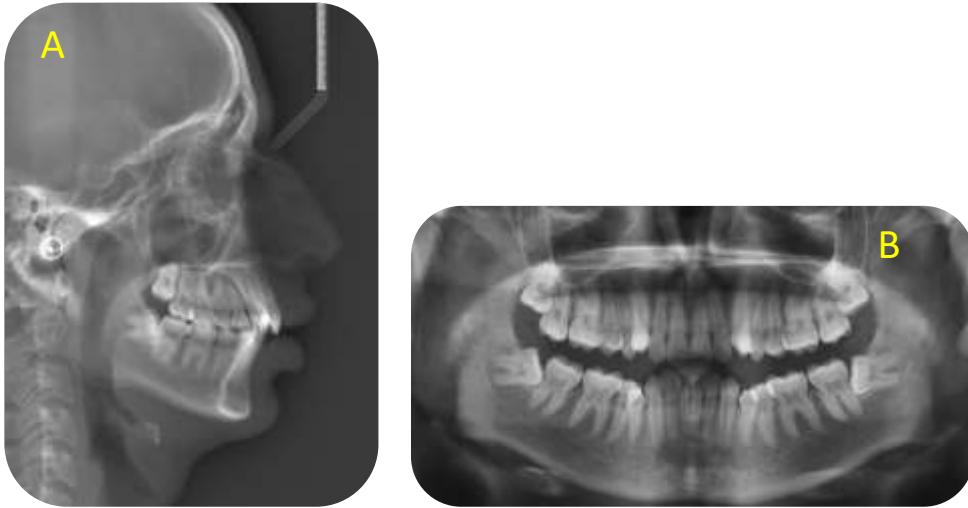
Radiografías: A. cefalométrica. B. panorámica.
